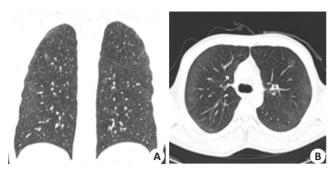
例1患者4疗程R-CHOP方案化疗后胸部CT示双肺磨玻 璃样改变
